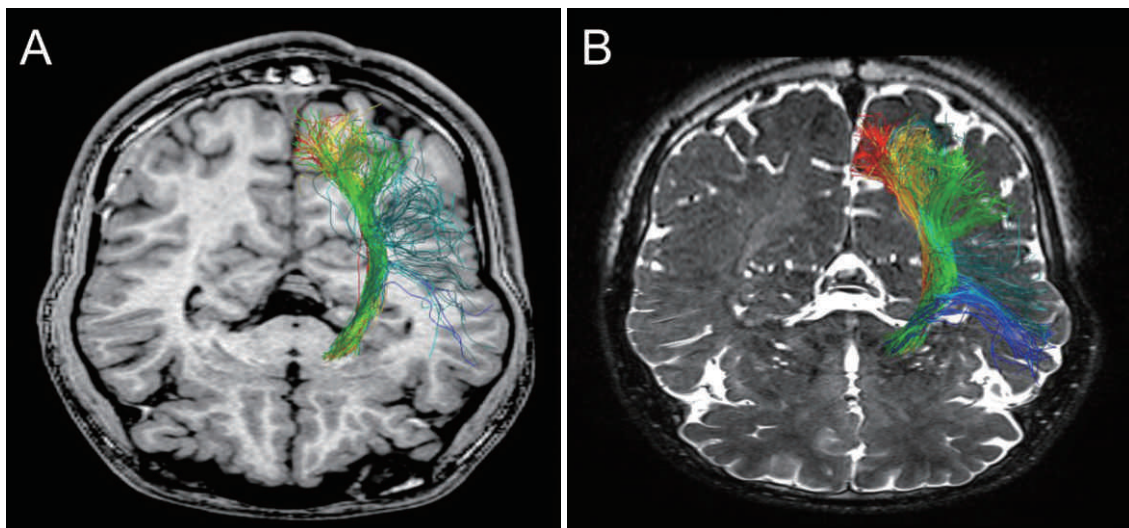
Comparison of FT produced from 1.5 tesla (T) - (A) and 3.0T-MR imaging data (B) in a case of 15-year-old male. FT produced by 3.0T-MR imaging obviously displays the PT better than 1.5T-MR imaging.
